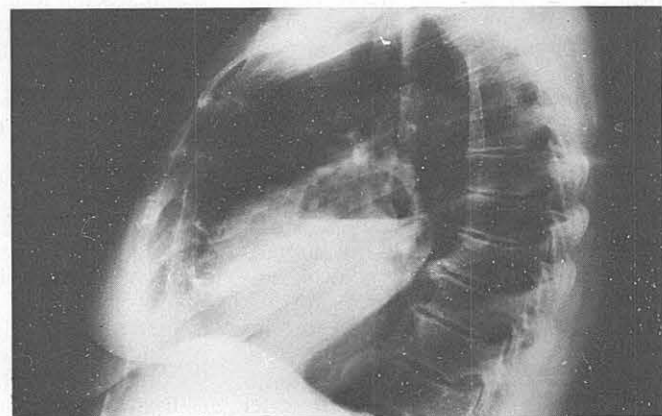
Mismo paciente de la figura anterior. Radiografía lateral izquierda.
